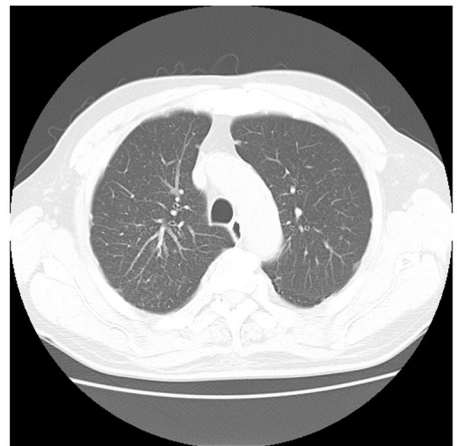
図 7 症例の CT 画像（大動脈弓部）
